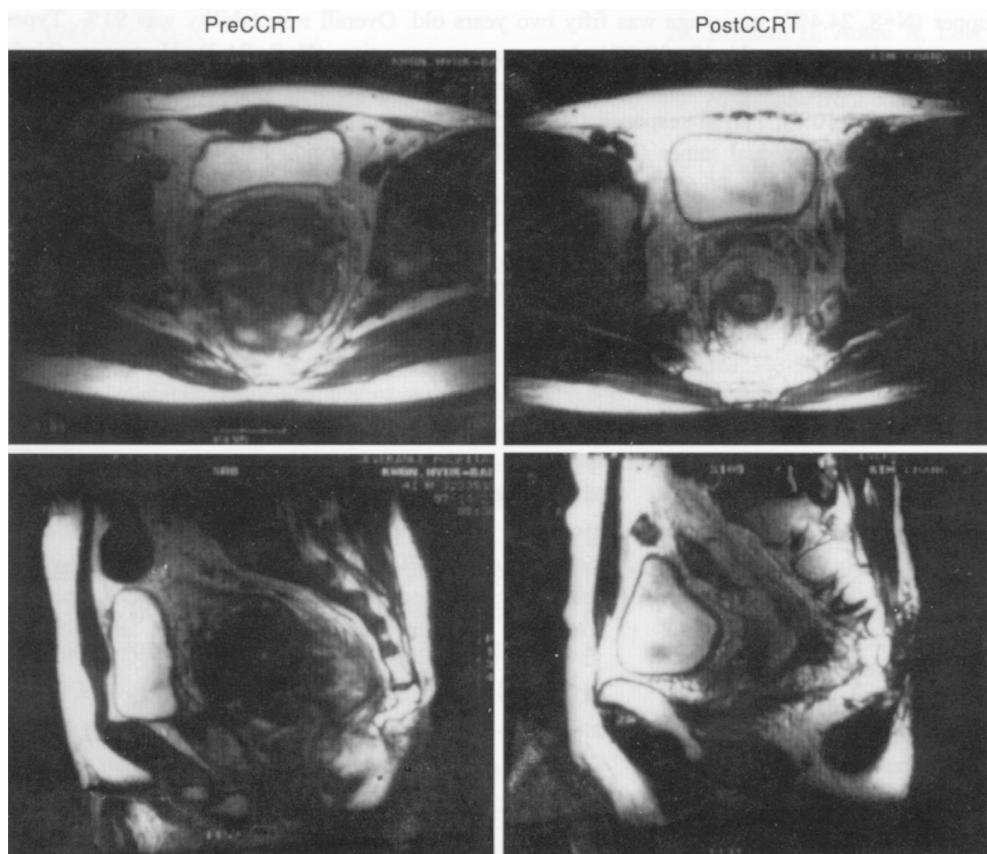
Pelvic Magnetic Resonance Imaging (MRI) study shows huge rectal cancer in narrow male pelvic cavity before chemoradiation (left). Pelvic MRI after chemoradiation shows marked shrunked rectal cancer and thickened rectal wall (right).
